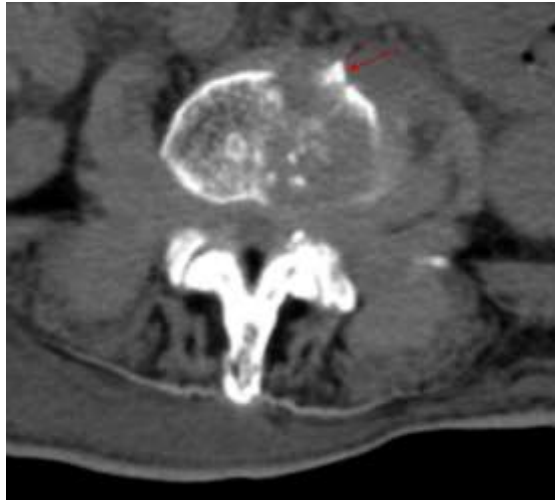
Tomografía lumbosacra, corte transversal. Imagen de infiltración ósea, con compromiso en el cuerpo vertebral L3.
